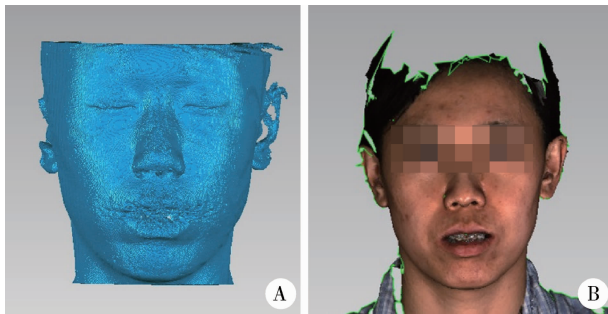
CBCT 和 3dMD 影像获取及配准融合过程
